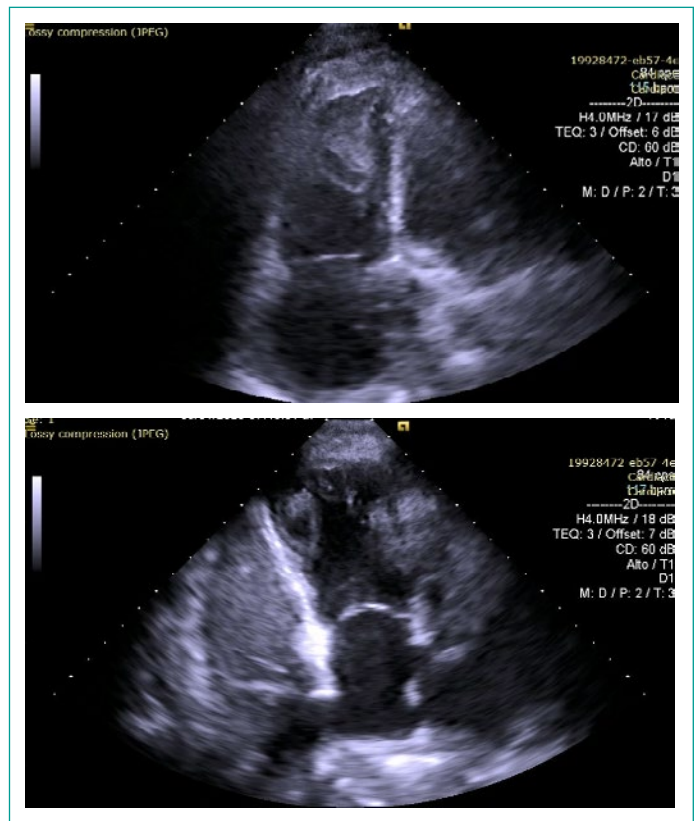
A la izquierda eje paraesternal largo con enfoque al ventrículo derecho donde se observa trombo apical. A la derecha eje apical 4 cámaras donde se observa trombo 3.8 x 2.6 cm.
